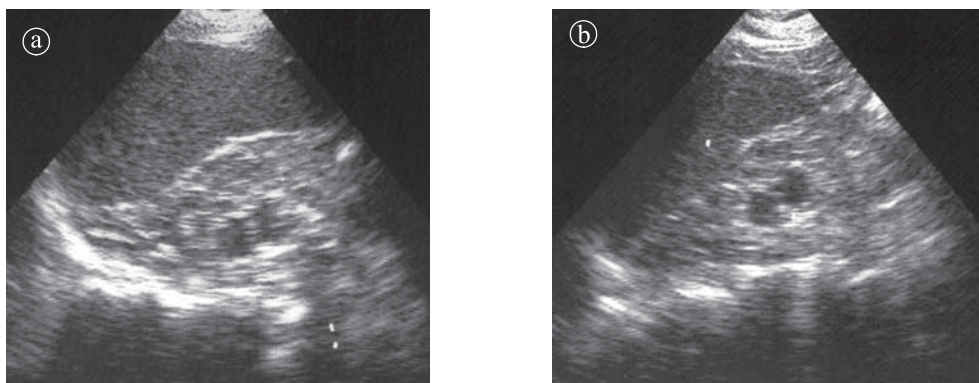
Rinichi displazic multichistic. a), b) Ecografie, secțiune longitudinală.
